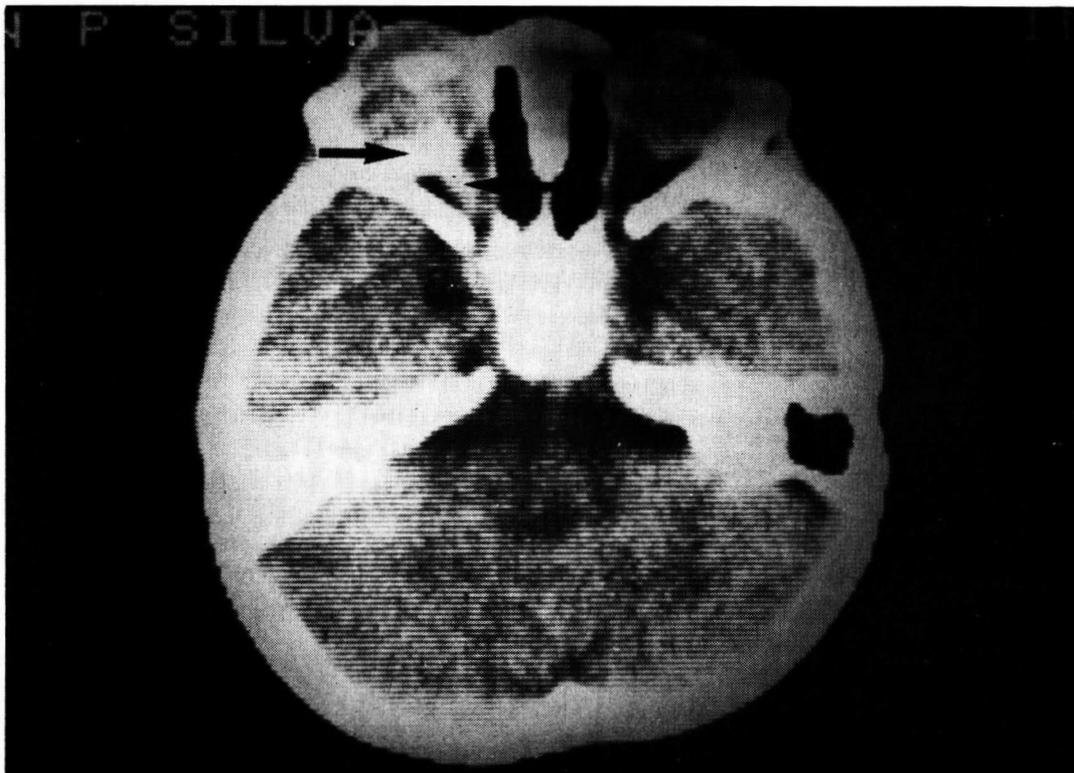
Tomografia computadorizada visualizando-se no olho esquerdo a presença de calcificação intraciliar (flecha superior) e o espessamento do nervo óptico (flecha inferior).
